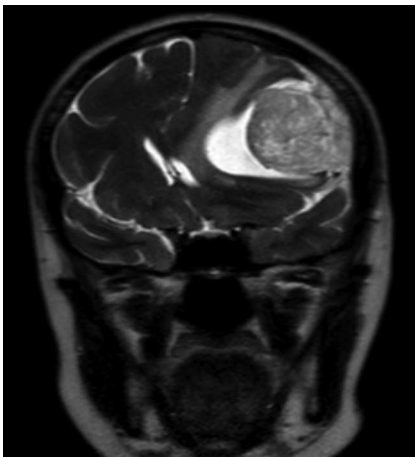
МРТ (Т2-зважене зображення). Дислокація мозку у хворого з кістозною менингіомою головного мозку до операції
